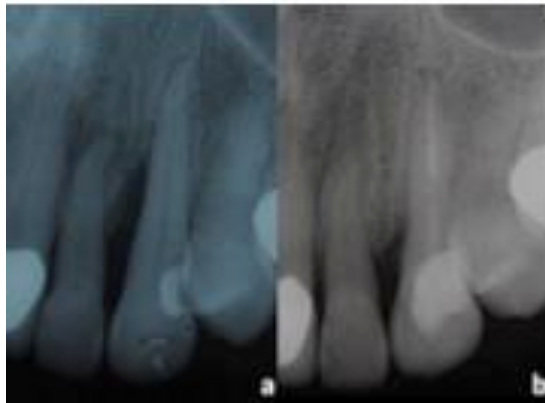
Imagen a: Radiografía previa al tratamiento
